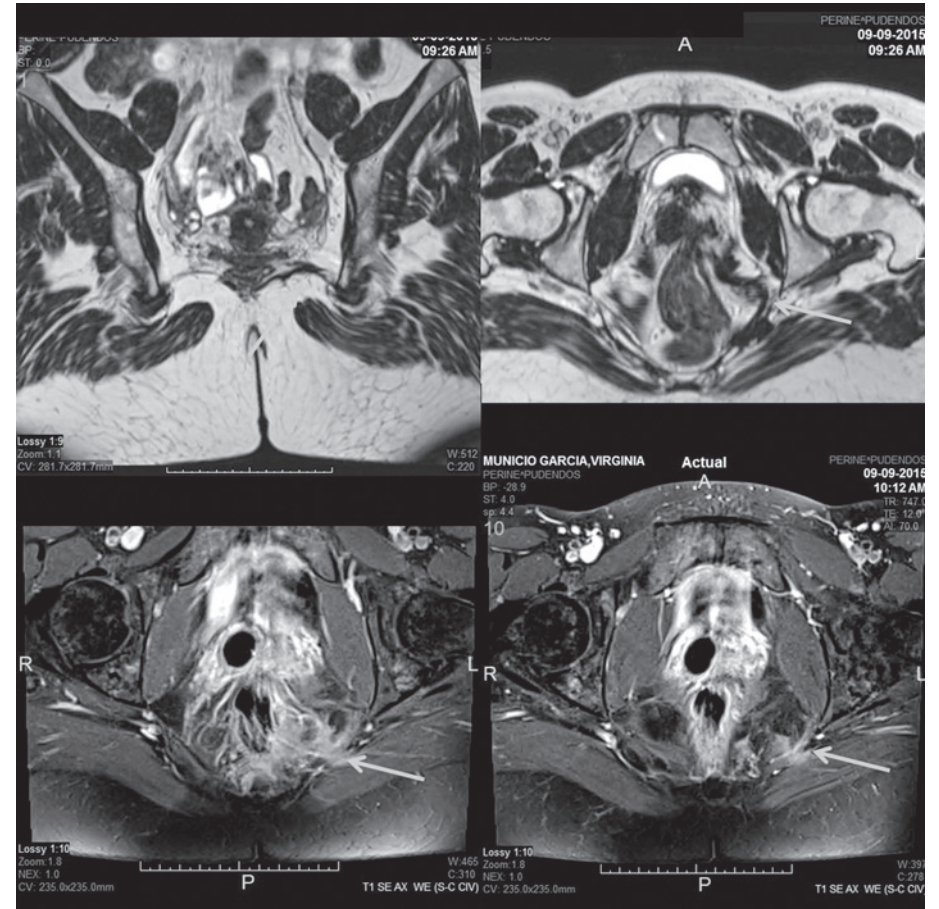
Dolor perineal de predominio izq, ya valorado en RM previa, se realizó descompresión del pudendo, en el canal de Alcock, y resección fibrosis, mejora durante 3-4 meses tras cirugía, pero ahora recidiva su sintomatología. Bloqueo fisioterapia, y cirugía, buena respuesta inicial, recidiva al año.
